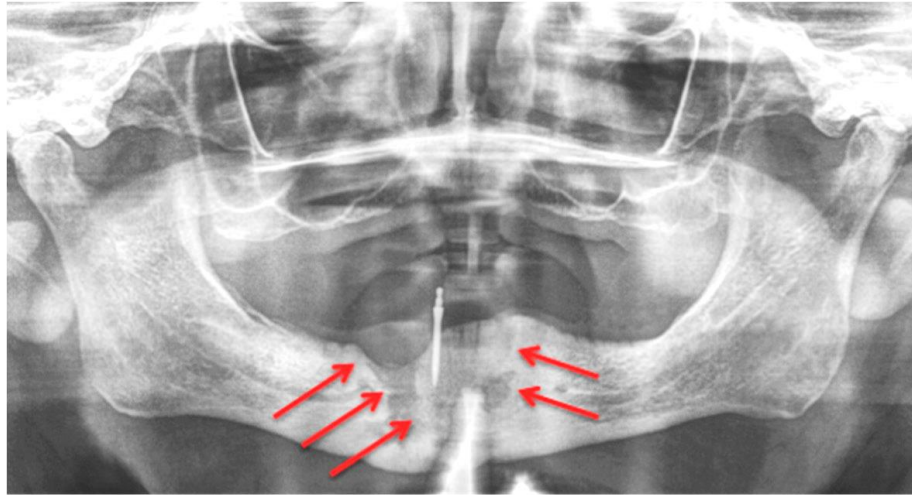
Ortopantomografía. Hombre de 77 años con cáncer de próstata metastásico. (1)
